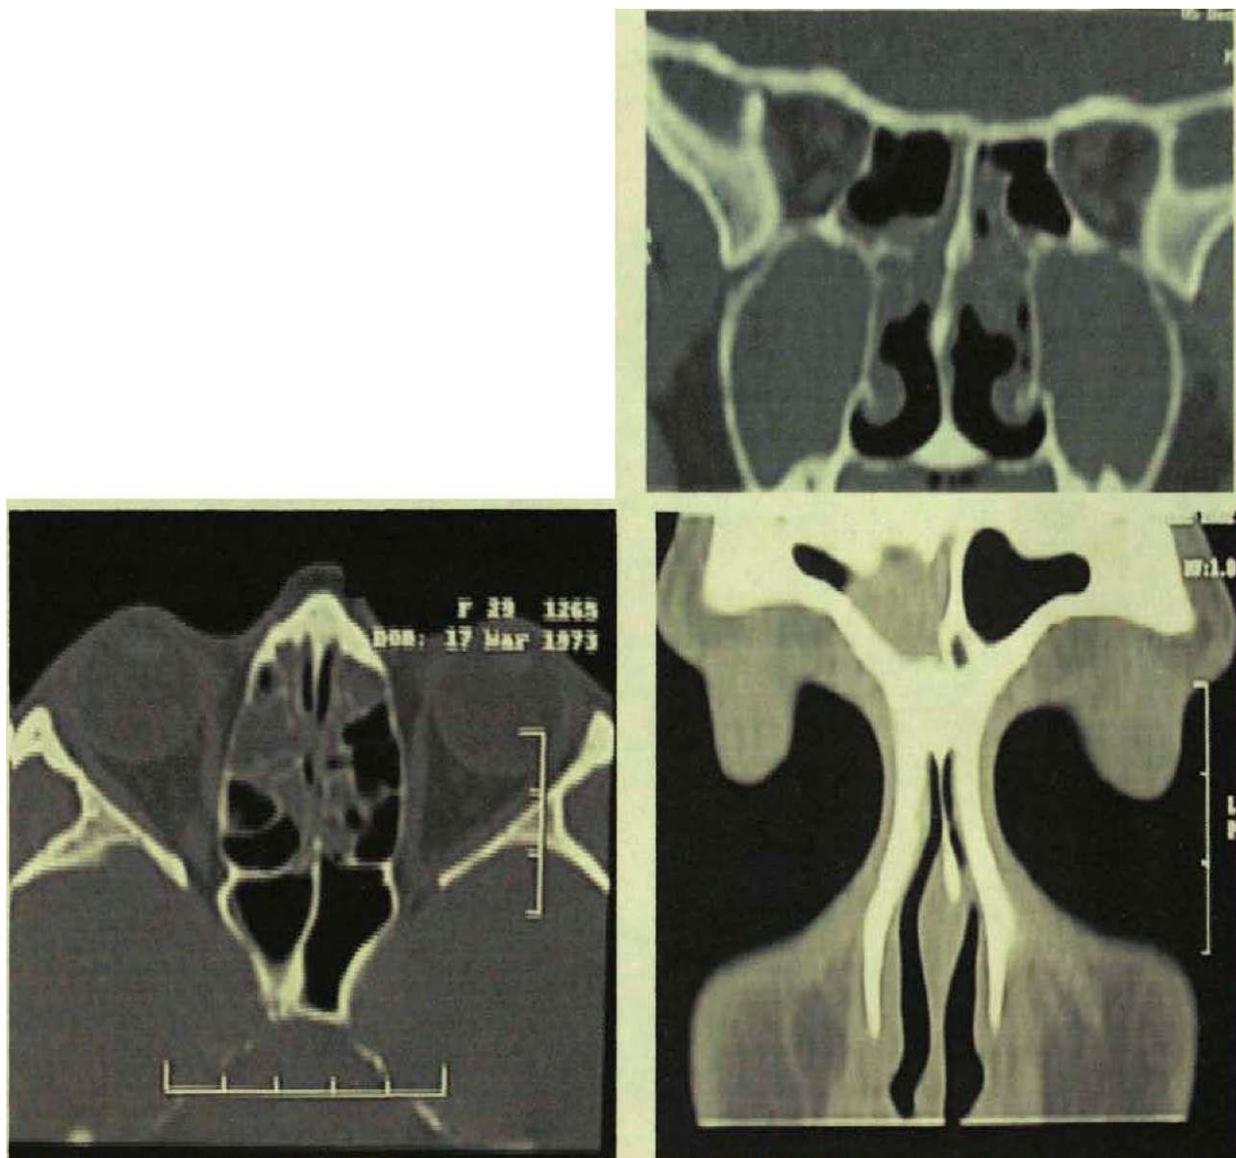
КТ у больной Д. в коронарной и аксиальной проекции до начала лечения (от 10.09.2013).
